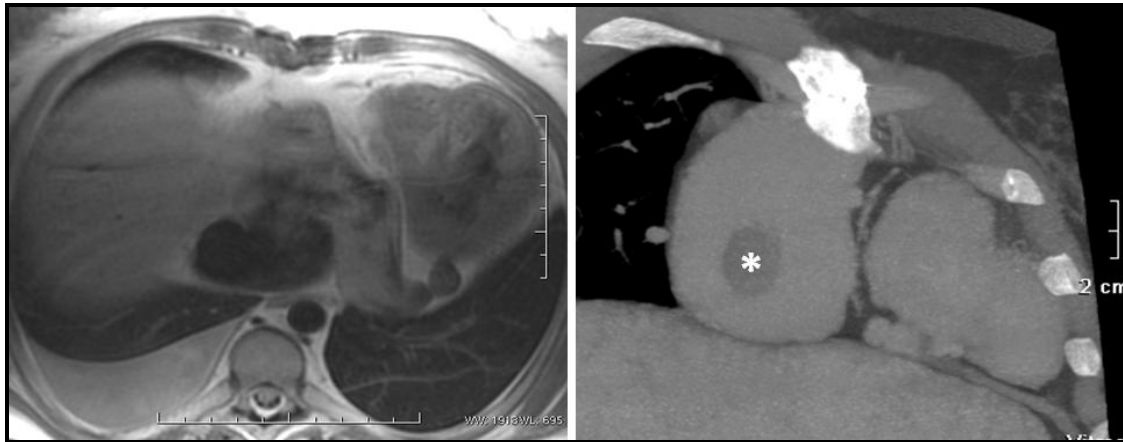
Paciente con Fontan auricular clásico controlada mediante RM cardíaca. Derrame pleural derecho y aumento de diámetro del seno venoso. En control médico rutinario se sospecha trombo auricular por ecocardiografía y comprobado en TC urgente (*). No se detectó TEP.
